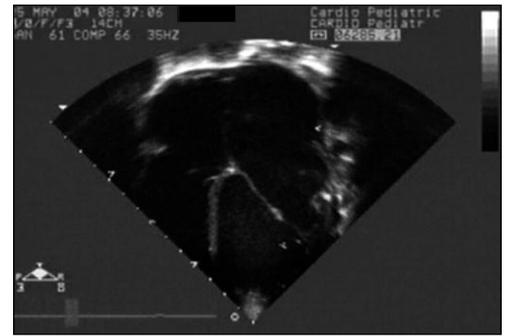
Ecocardiografía bidimensional, en posición apical 4 cámaras: miocardiopatía dilatada y dilatación de aurícula y ventrículo izquierdos.
